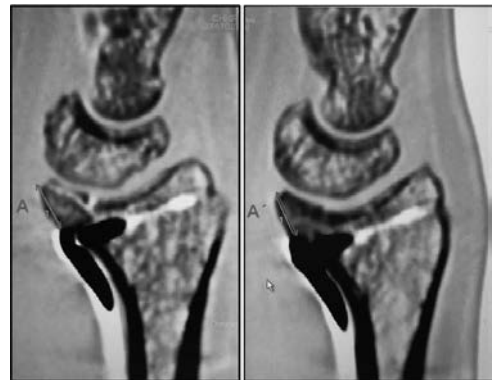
VLF骨片掌側隆起を通るCT sagittal像におけるVolar lipからプレート先端の距離（術直後・最終経過観察時）
